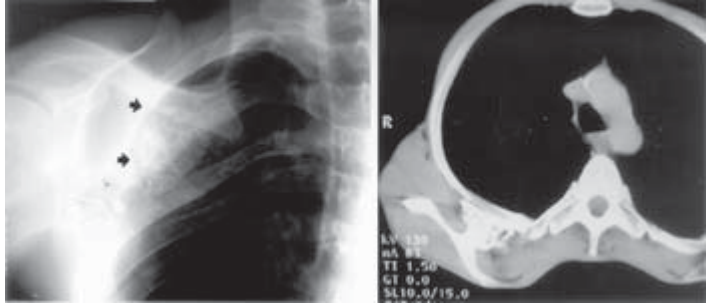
Bir nolu olgunun skapula lateral grafisi. (Ok: Skapula kostal yüzünde osteokondrom).
